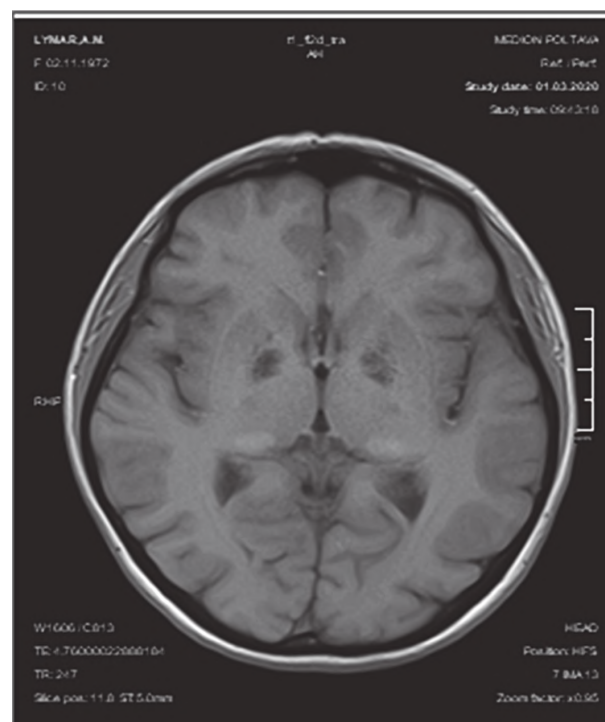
МРТ головного мозку, гіпоінтенсивні сигнали в шкаралупі головного мозку T1.
